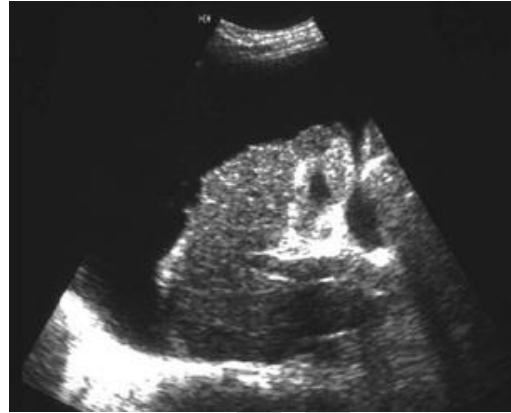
Ecografía abdominal que muestra el hígado retraído, con un contorno irregular y rodeado
